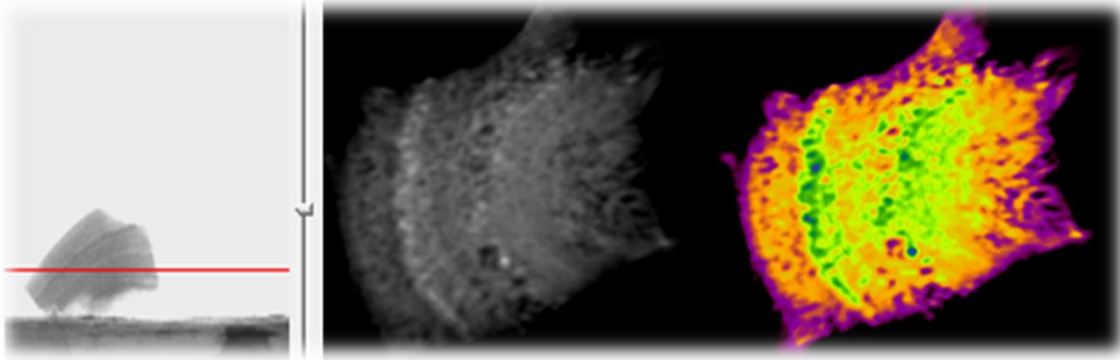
Mikro CT sonucuna göre COM+Sistin içeren heterojen yapıdaki taşın gri ve renkli skala görüntüleri (1 nolu örnek).
